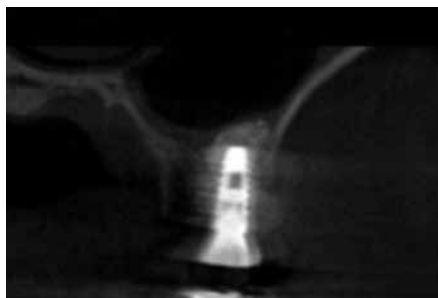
術後の CT による 3D 冠状断では、シュナイダー膜は剥離されているが、補填材はシュナイダー膜に食い込むように填入されている。ただし、この場合の補填材は十分に骨に接触しており、骨化は期待できる。
